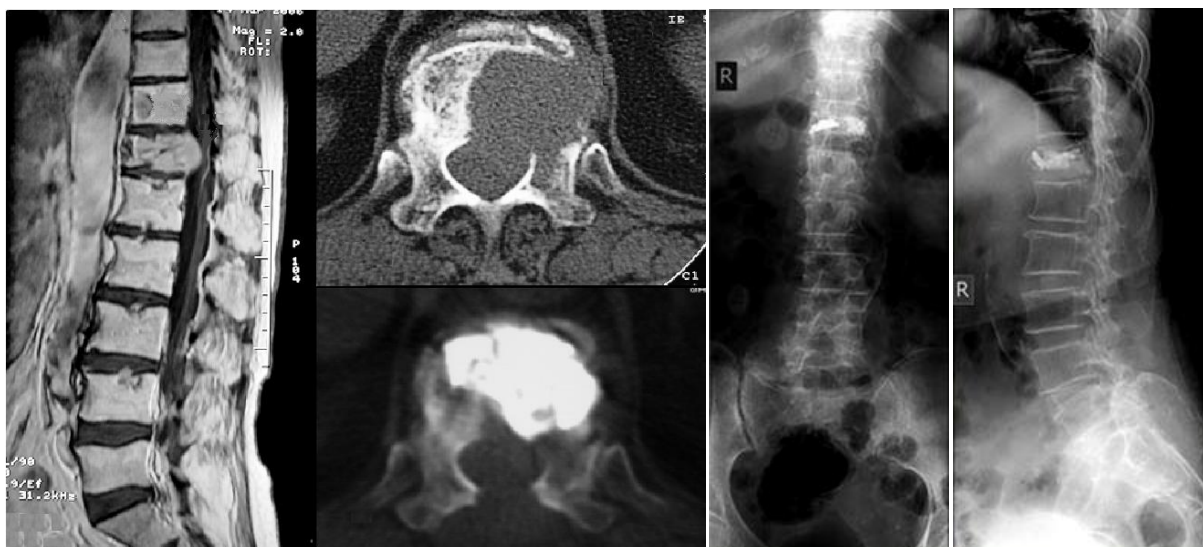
Imagini RMN la coloana vertebrală preoperator și CT postoperator la 6 luni și Rx la un an distanță după tratamentul combinat (imagini personale).
